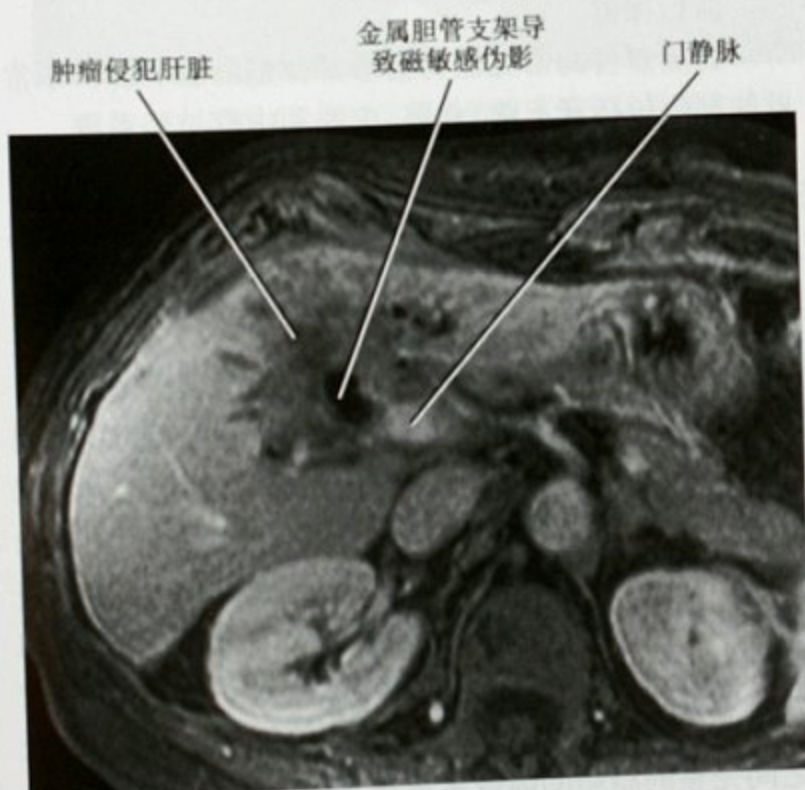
进展期肝门周围胆管癌患者横断面 MRI 增强检查显示胆管癌侵犯肝实质
